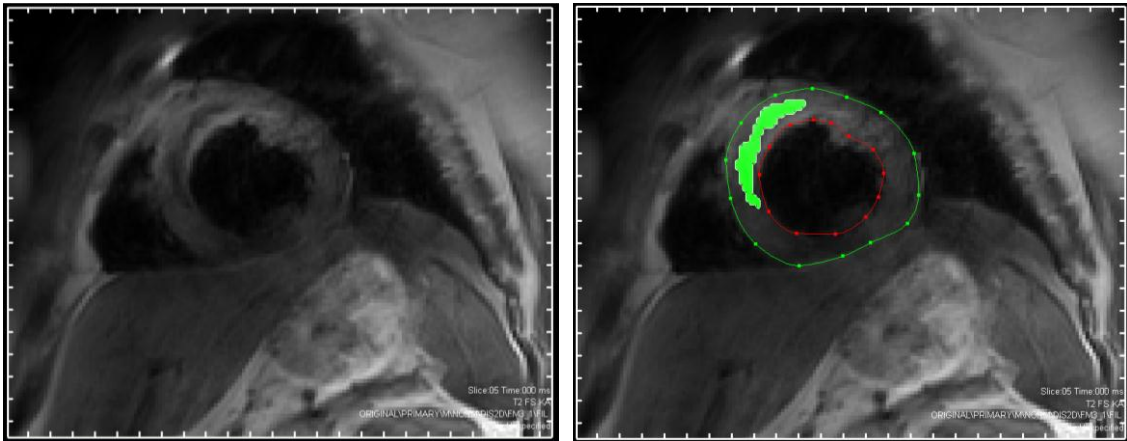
Intramyokardiale Einblutung: kardiales MRT, kurze Achse; Links: MRT eines Myokardinfarktes in einer T2 Turbo-Spinochesequenz; Rechts: Bild nach Bearbeitung mit „Segment“, rote Linie mit roten Punkten = Endokard, grüne Linie mit grünen Punkten = Epikard, grüne Fläche = intramyokardiale Einblutung; MRT-Parameter: tse_17_db_t2_iPAT_KA, Schichten: ca. 12, 256x208, thickness: 8,0mm, TE:70,0
